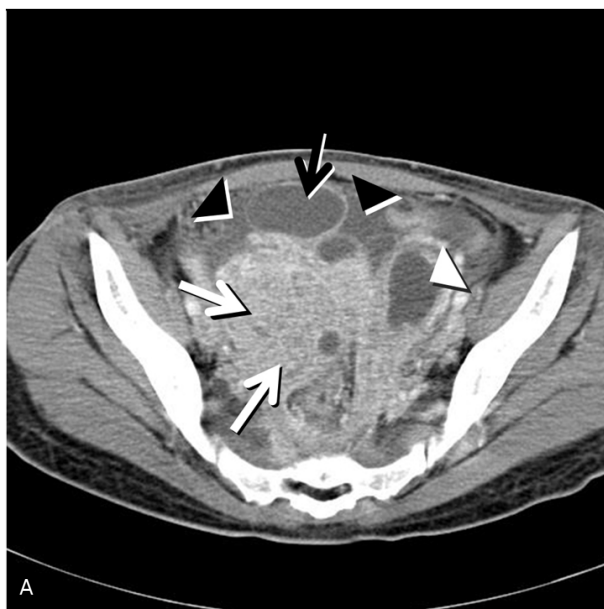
(A) Contrast-enhanced computed tomography (CT) scan shows bilateral complex, solid and cystic masses in the adnexal regions and ascites (black arrowheads). The right side mass is composed of mainly solid lesion (white arrows) and cystic lesions (black arrow). The left side mass is mainly cystic have thick, enhancing wall (white arrowhead). (B) Contrast-enhanced CT scan shows bilateral hydronephrosis (black arrows).
